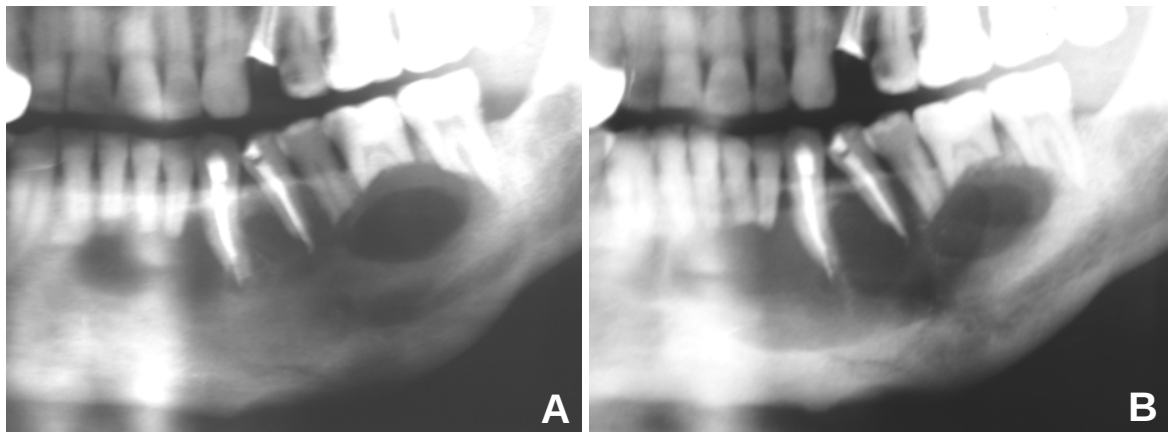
Radiografia panorâmica revela, após 5 meses (A) e 11 meses (B) do início da descompressão, redução gradual do tumor com aumento da espessura da base da mandíbula.
